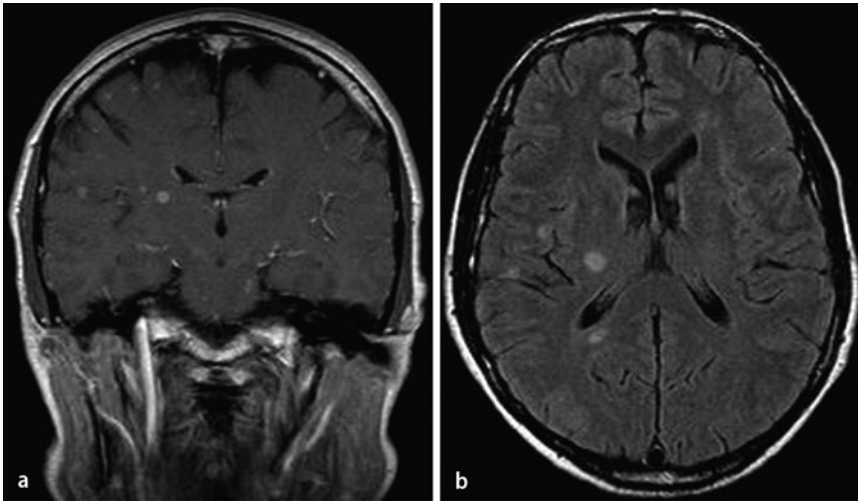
▲ Das Schädel-MRT zeigt mehrere Raumforderungen in beiden Groß- und Kleinhirnhemisphären sowie im Hirnstamm
